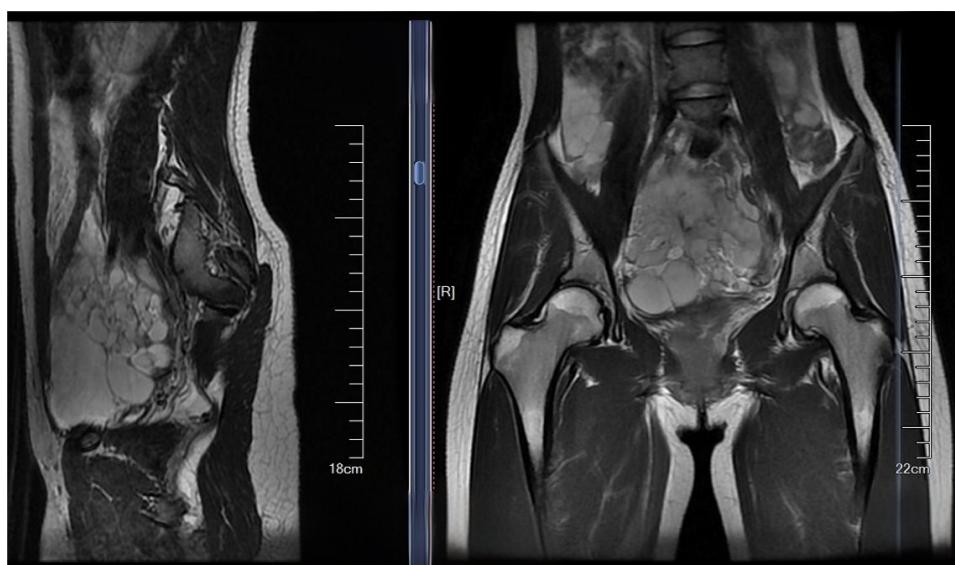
MRI images of the mass in the patient's lower abdomen and pelvis
